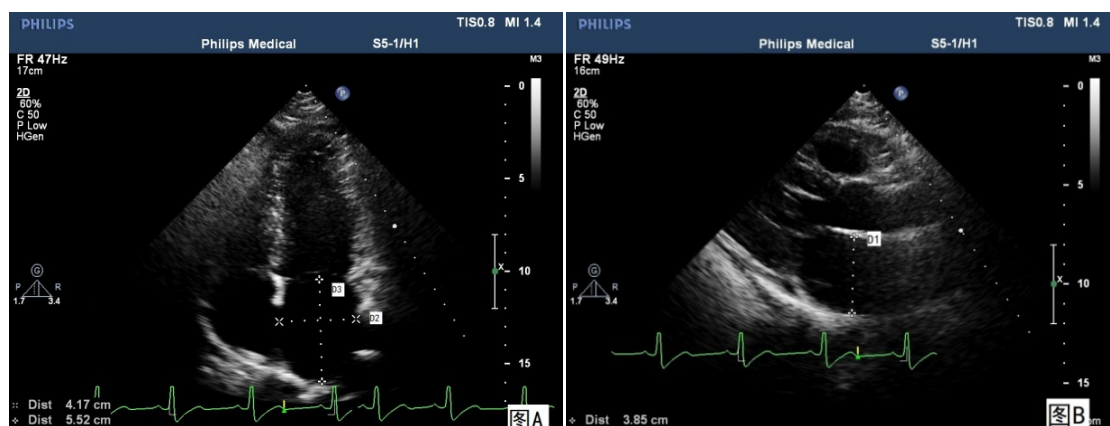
(A): Apical four chamber view; (B): Long axis of left ventricle view (D1: Anteroposterior diameter of the left atrium; D2: Left and right diameter of the left atrium; D3: Upper and lower diameter of the left atrium)
